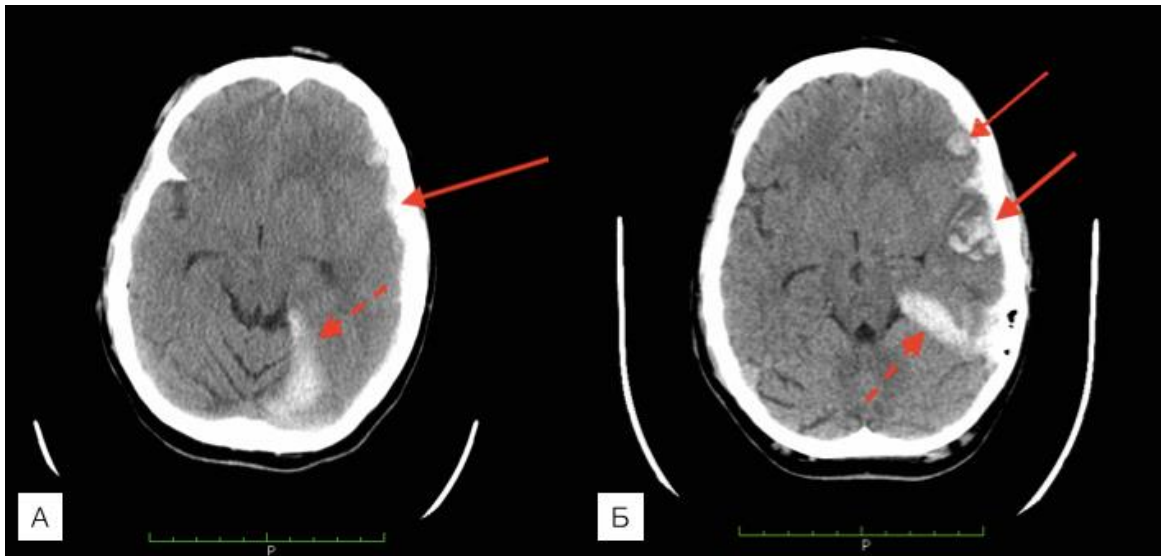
Спостереження №74. КТ хворого Г-ко, 33 років, ЗЧМТ (історія хвороби №22009) через 2 години після травми виявила забої лівої лобної долі, субдуральні нашарування крові в лівій лобно-скроневій ділянці (стрілка) та над наметом мозочка (пунктирна стрілка) (А). У пацієнта без клінічного погіршення контрольна КТ голови виявила появу нового вогнища в лівій скроневій ділянці (стрілка), без збільшення ділянки забою лівої лобної ділянки (стрілка).
